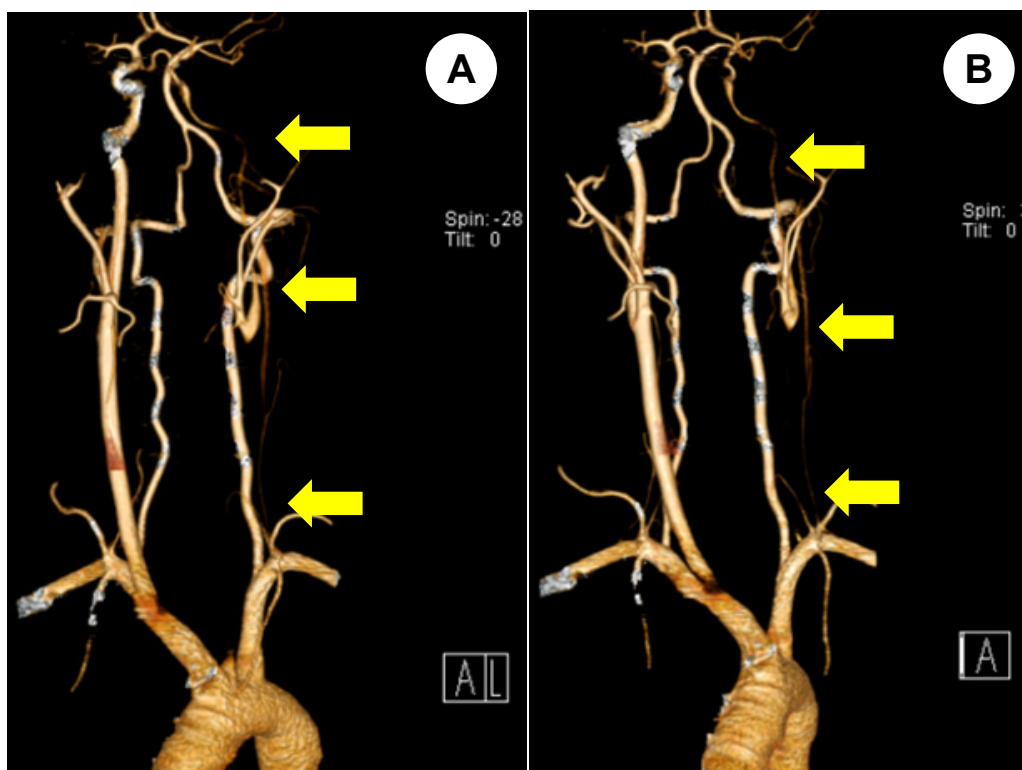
Angiotomografía de troncos supraaórticos mostrando ausencia de arteria carótida interna desde el origen y extendida a la carótida interna (flechas). A: proyección craneal. B: proyección oblicua derecha.
